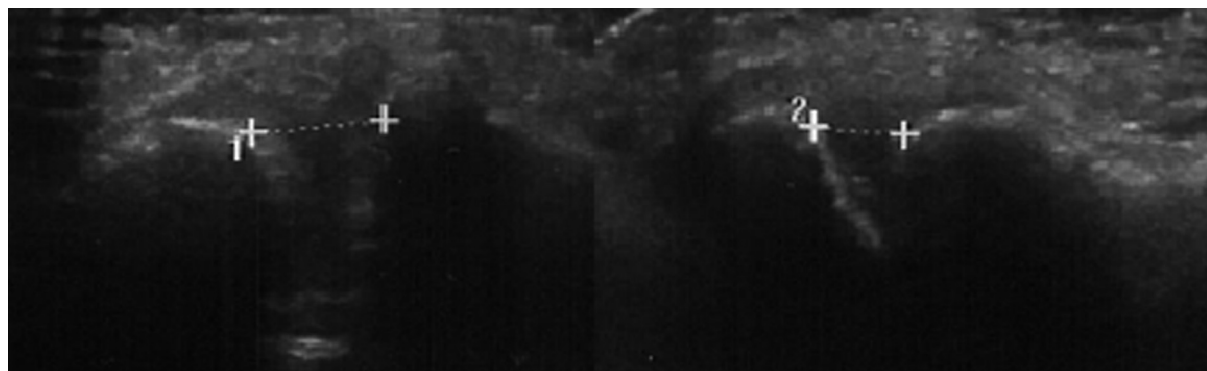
Результат УЗИ акромиально-ключичного сочленения
